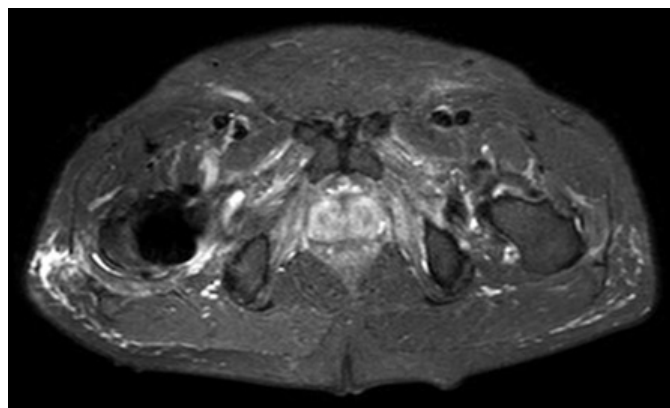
Resonancia magnética (STIR): miositis inflamatoria en el grupo aductor bilateral y en glúteo medio y menor derechos.
